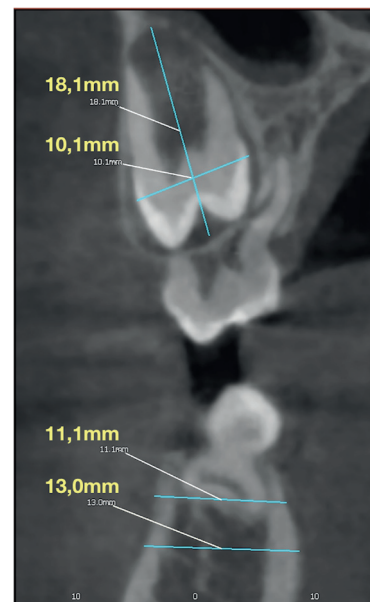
Zdjęcie CBCT z przekrojami czołowymi zębów donorowych.
